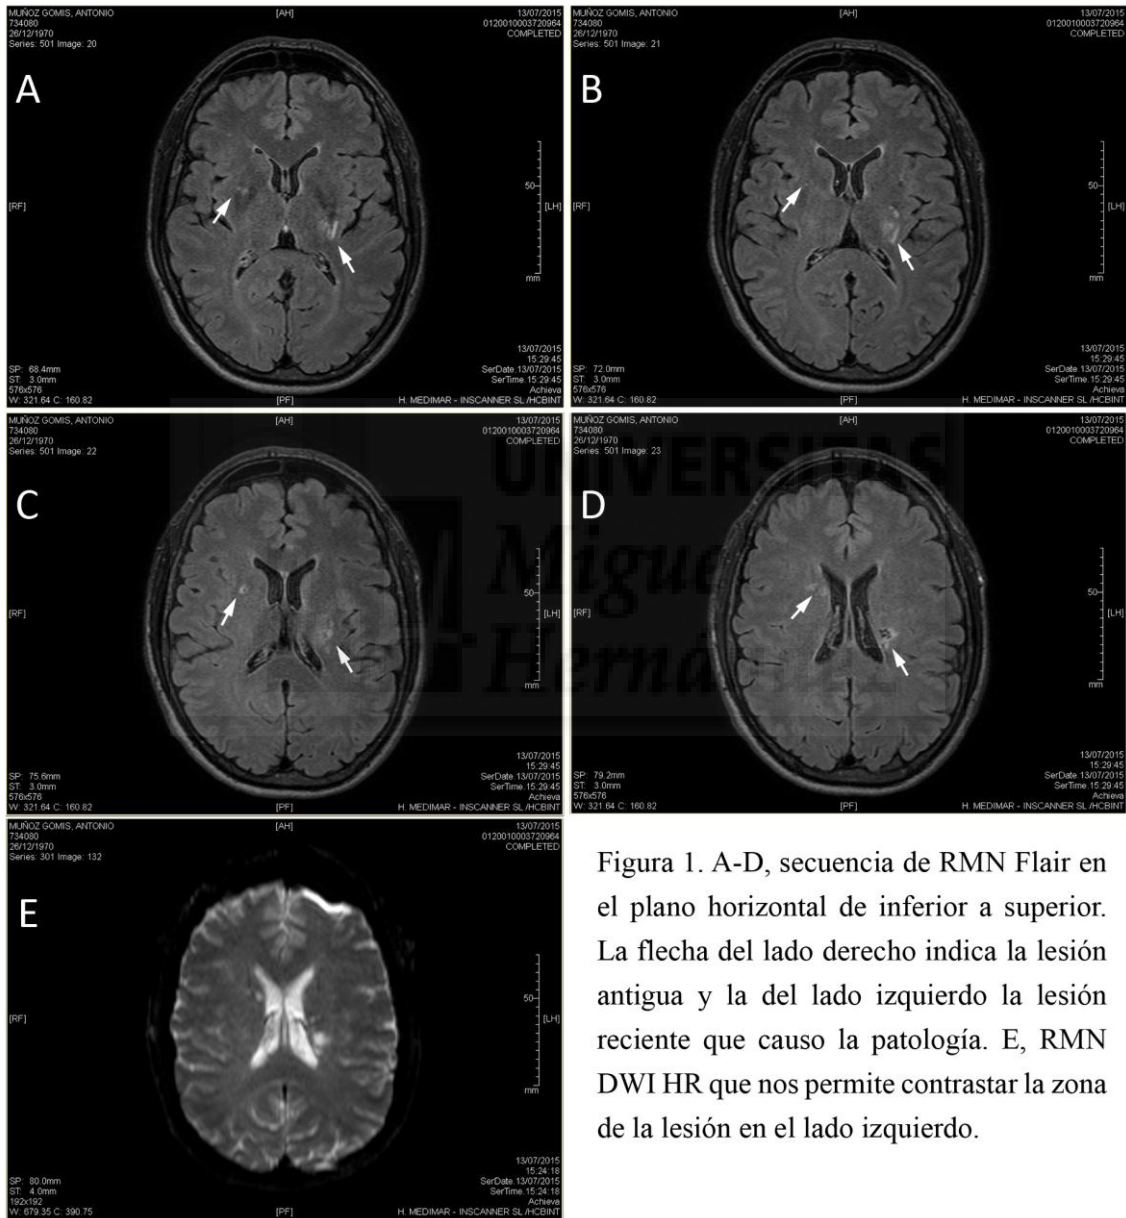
A-D, secuencia de RMN Flair en el plano horizontal de inferior a superior. La flecha del lado derecho indica la lesión antigua y la del lado izquierdo la lesión reciente que causo la patología. E, RMN DWI HR que nos permite contrastar la zona de la lesión en el lado izquierdo.
